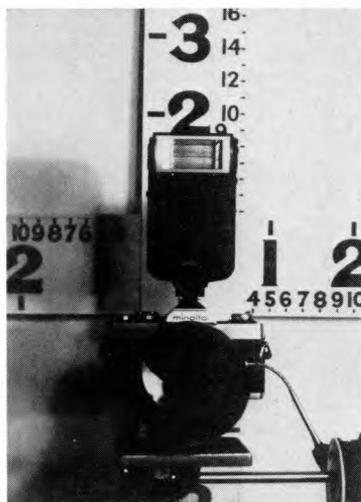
Bei 5 m Fixationsentfernung dient als Fixationspunkt die Markenaufschrift vor dem Maddoxlicht oder ein dort aufgeklebtes Fixationsobjekt (wieder in der Mitte zwischen Blitz und Objektiv). Nun 500 mm-Spiegel-Teleobjektiv (ca. 500,- DM) + Brennweitenverdoppler (ca. 100,- DM), gemeinsame Länge 23 cm. Lichtstarkes Blitzgerät, zur Zeit der Drucklegung beispielsweise Braun 340 SCA (ca. 250,- DM) in Teleeinstellung. Fernauslöser, Stativ. Die Stellung des Kopfes des Patienten in der Bildebene prüft der Untersucher, indem er eine Marke anpeilt, welche über dem Scheitel des Patienten hängt. Weitere Einzelheiten siehe bei CONRAD und de DECKER (1980).
